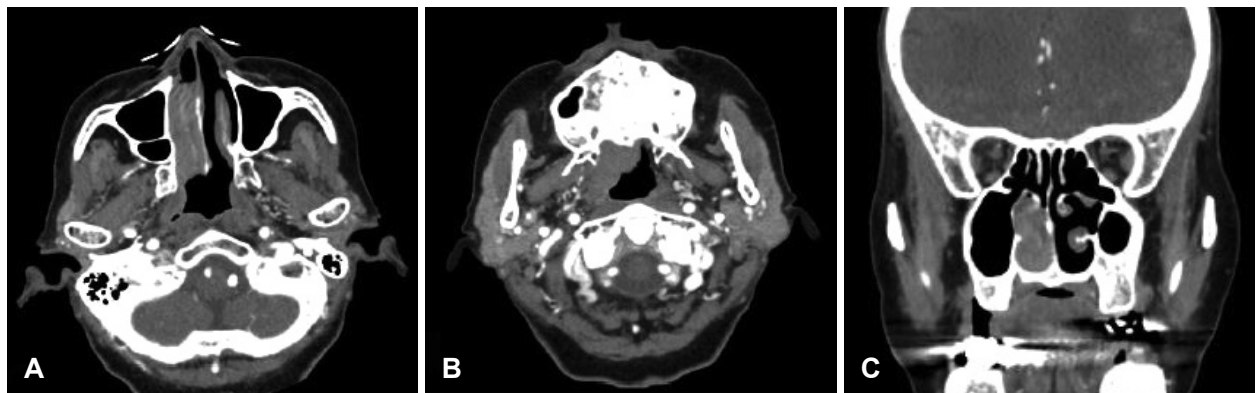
Axial and coronal view of paranasal sinus CT scan. A: Obstruction due to remodeling of the right inferior turbinate and mass was observed. B: Soft tissue density mass like lesion was partially occupied nasopharyngeal space. C: Due to remodeling, the inferior and middle turbinates cannot be distinguished.
